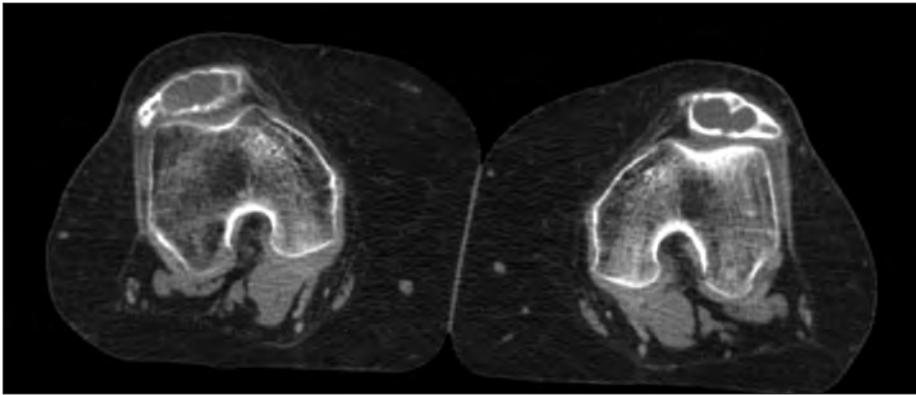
Formações líticas a nível de ambas as patelas (retirado de TC dos joelhos).
